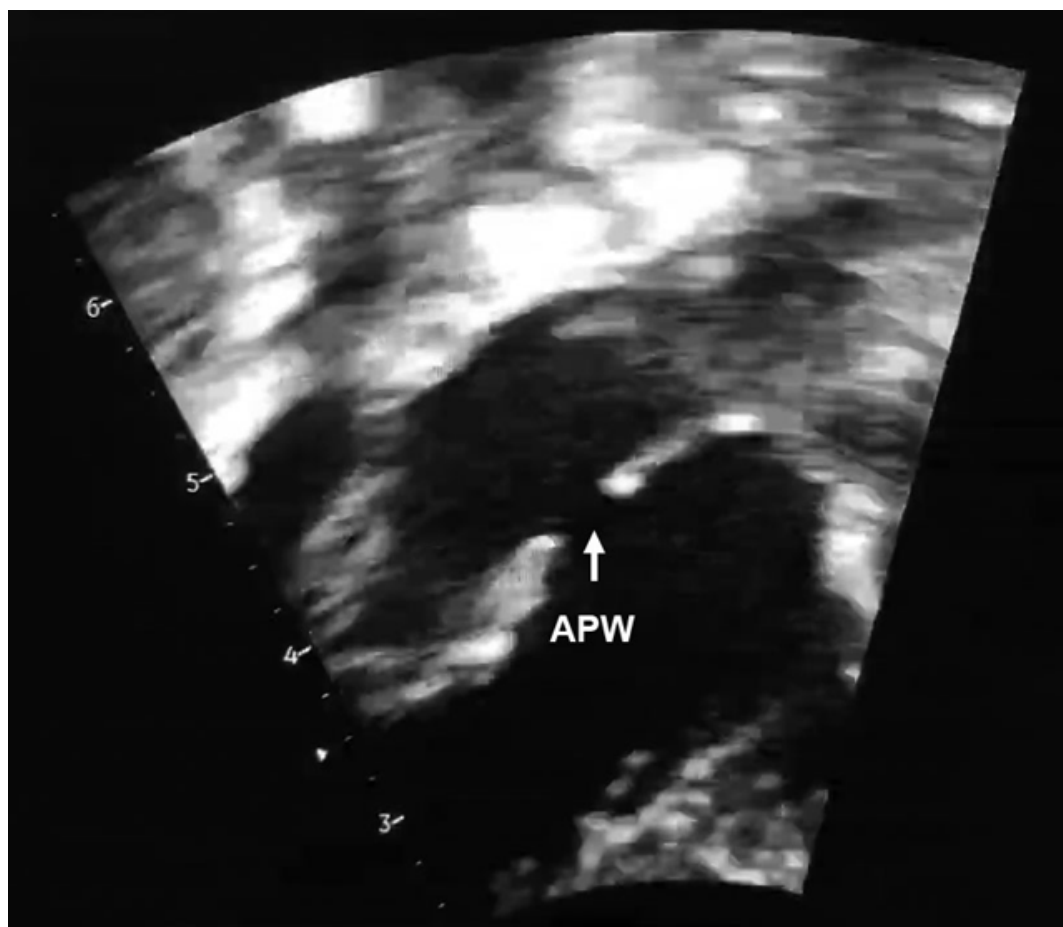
O ecocardiograma mostrou uma grande JAP de 5,0 mm. JAP: Janela Aortopulmonar.
